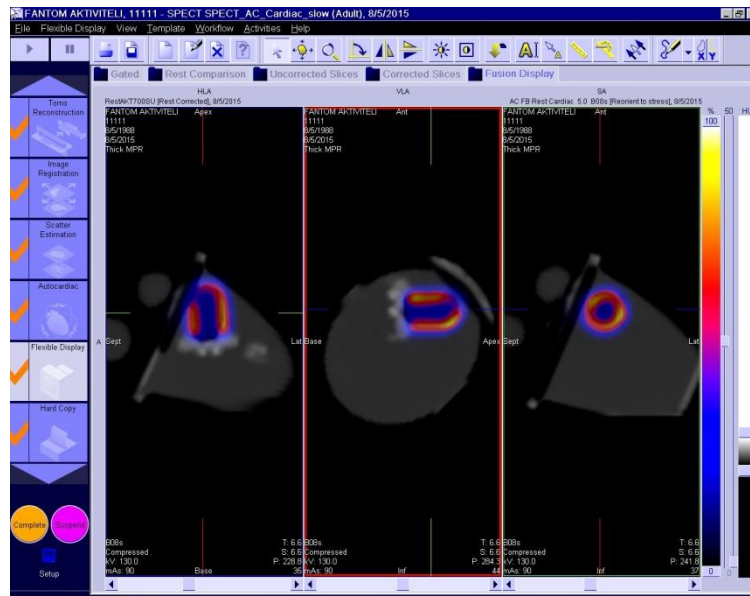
Transvers, sagital ve koronal kesitlerden SPECT/BT füzyon görüntü kaydı (a). Enerji Pencere aralık seçimi (b)
